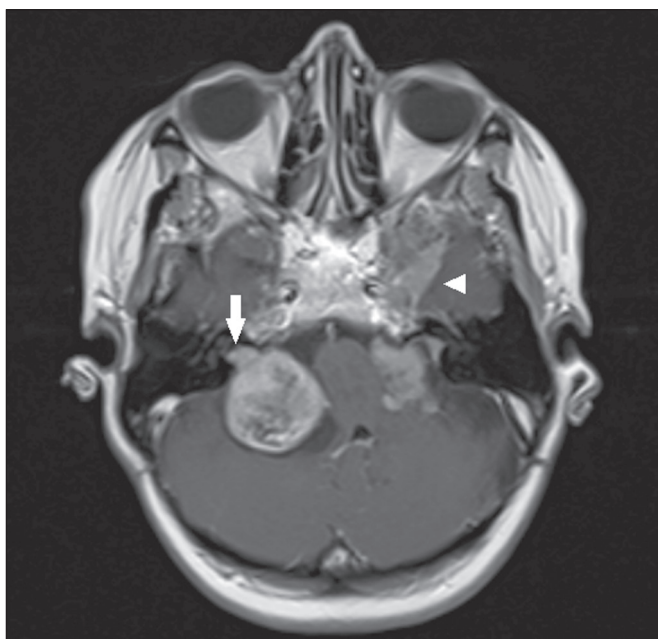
Schwannoma. RM, sequência T1 pós-contraste, corte axial. Paciente com neurofibromatose tipo 2 apresentando schwannoma bilateral à direita, estendendo-se para o conduto auditivo interno (seta), notando-se ainda meningioma (cabeça de seta) na fossa média esquerda.
